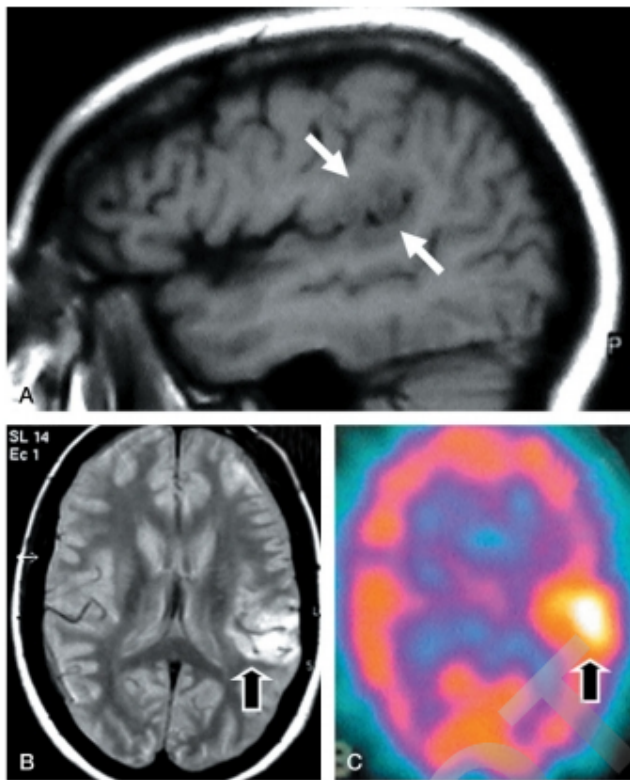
Epilepsia neocortical. Buena relación entre la displasia cortical observable en la RM (A y B) y la hiperperfusión en la SPECT crítica (C).
